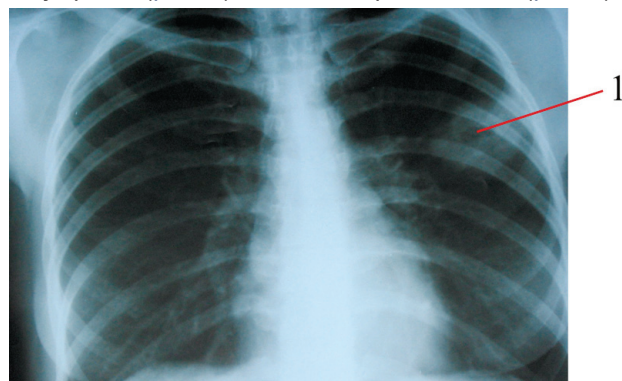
Рентгенограма грудної клітки, пряма проекція. 1 — округла тінь із невеликими порожнинами розпаду в центрі
